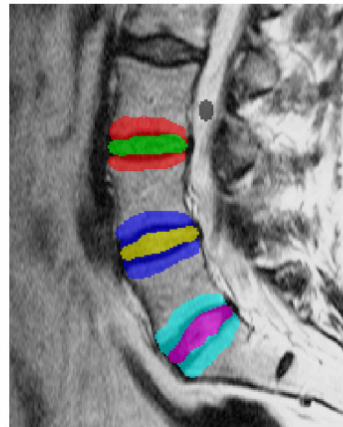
ROIs segmented in the sagittal T2-weighted sequence: L3–L4, L4–L5, and L5–S1 intervertebral disks and upper and lower vertebral endplates at these levels, in the mid-sagittal image
